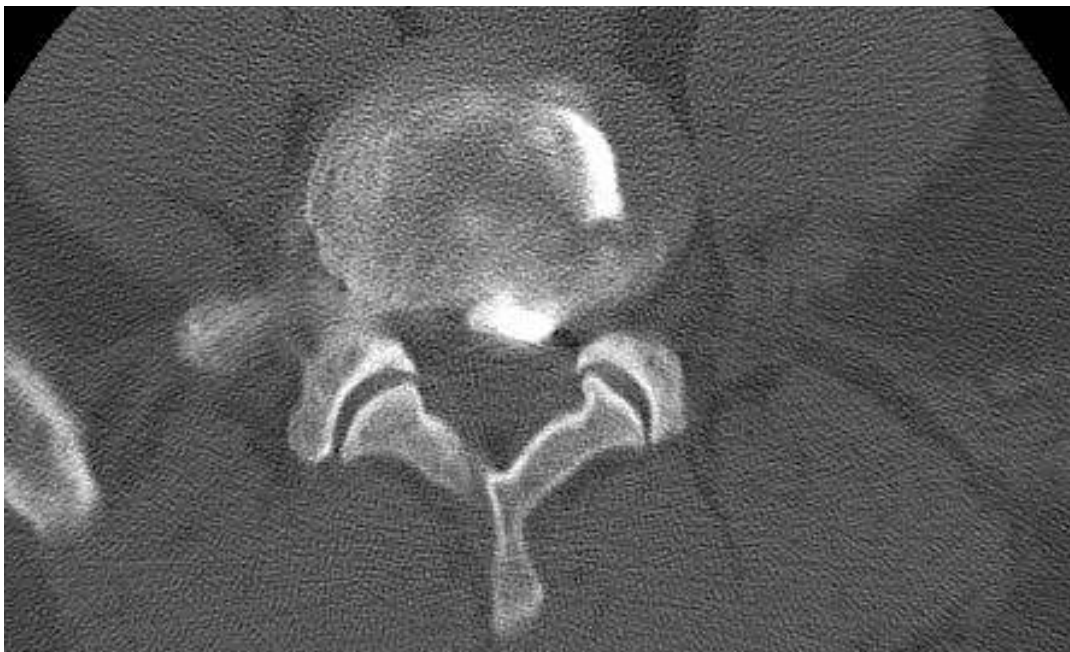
Uredan nalaz, CT diskografija.
